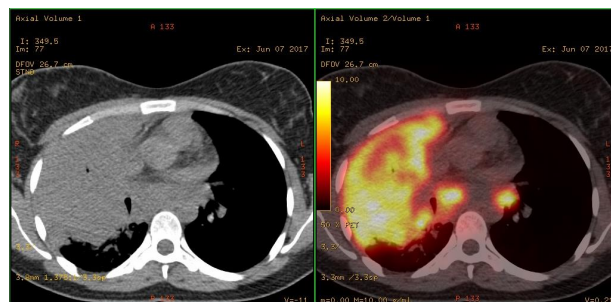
PET-TC en el que se observan conglomerados hipermetabólicos supra e infra diafragmáticos y pulmonares derechos.
